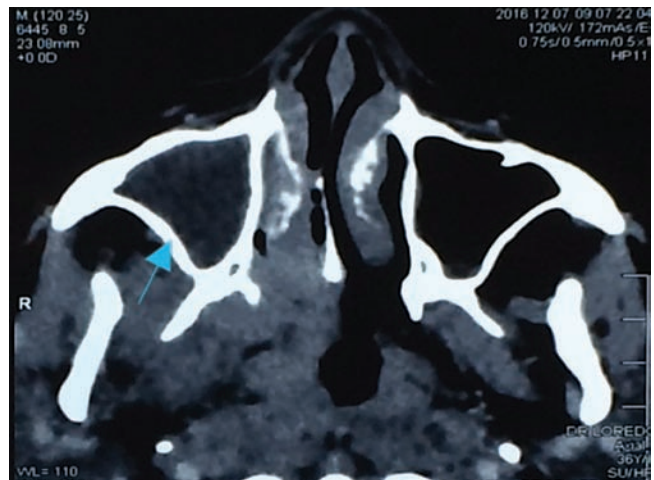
Tomografía Axial Computarizada de senos. Se señala un acumulo de secreción en seno maxilar derecho.
